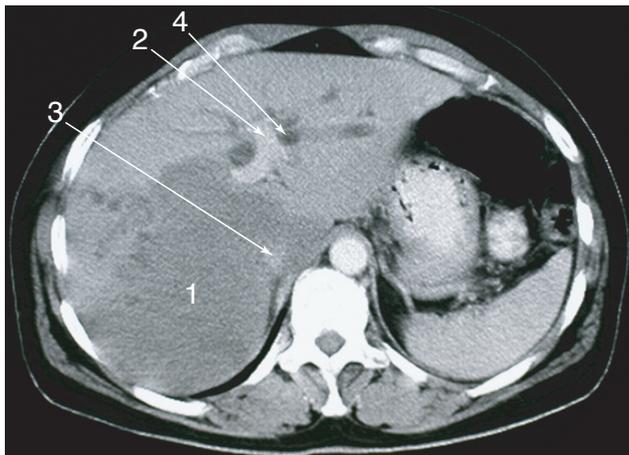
КТ печени (поздняя венозная фаза).
